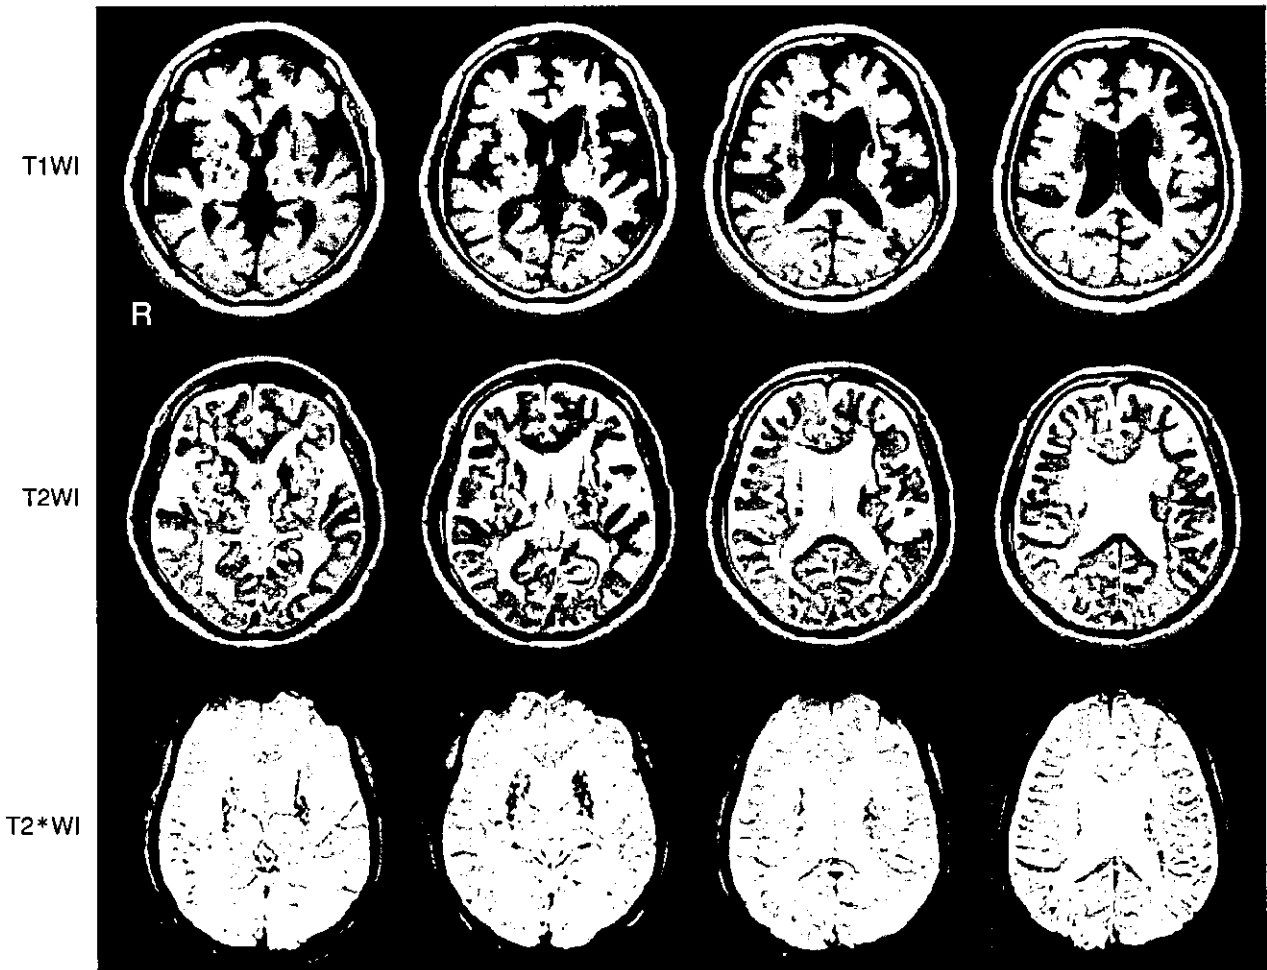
多発性ラクナ梗塞による皮質下性血管性痴呆の40代におけるMRIの水平断
